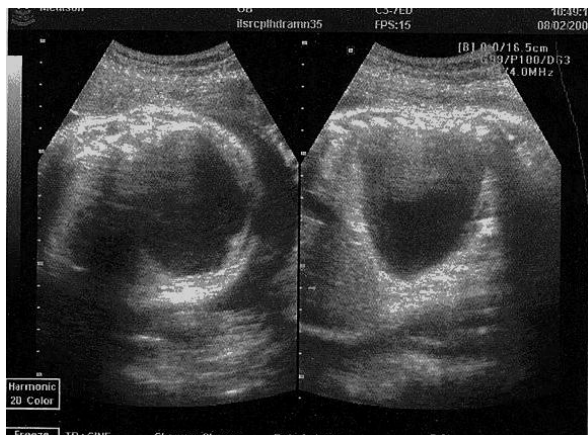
Aspect ecografic fetal al unei malformații pulmonare chistice
